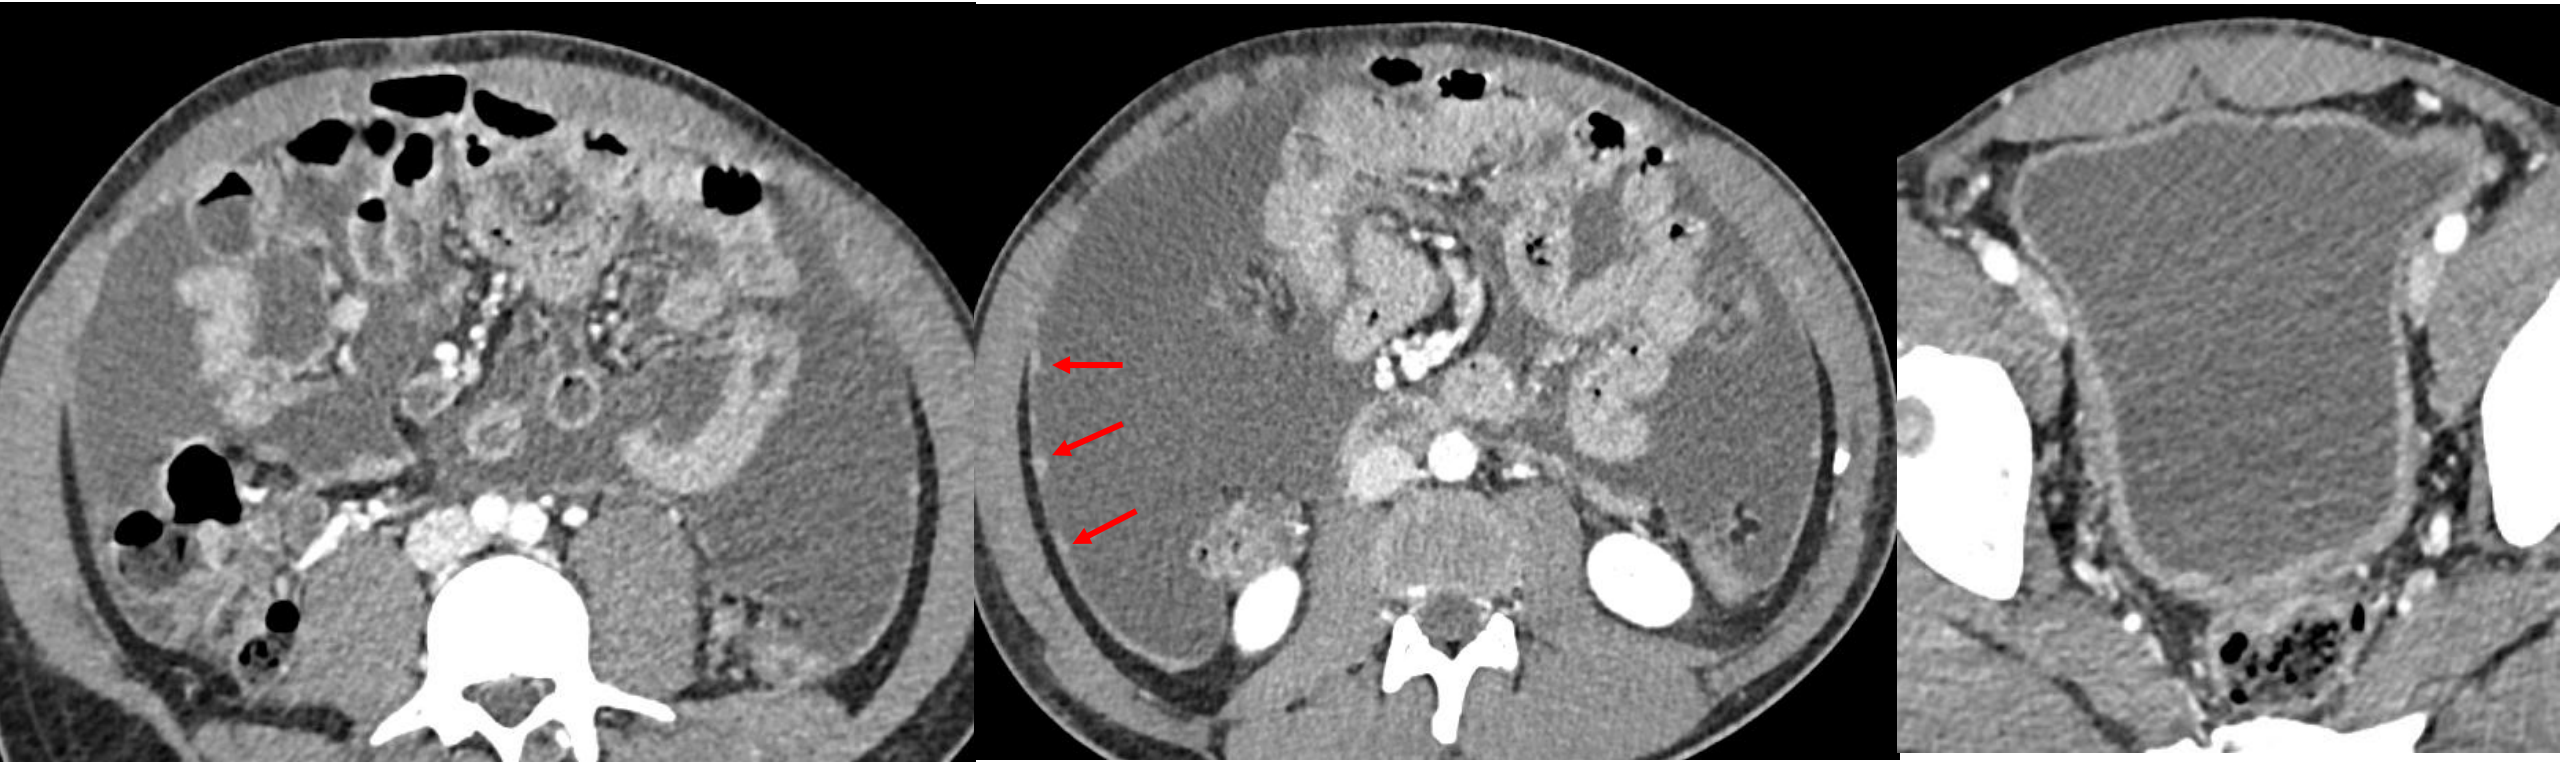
Se completa el estudio con TC de tórax-abdomen-pelvis con contraste iv, donde se identifica de nuevo extensa ascitis multicompartimental de aspecto loculado, con realce del peritoneo, que se encuentra engrosado y muestra aspecto nodular predominantemente en flanco derecho (flechas). Los hallazgos, en el contexto clínico y epidemiológico del paciente, eran sugestivos de tuberculosis. El diagnóstico se confirmó con el estudio histológico y microbiológico.
